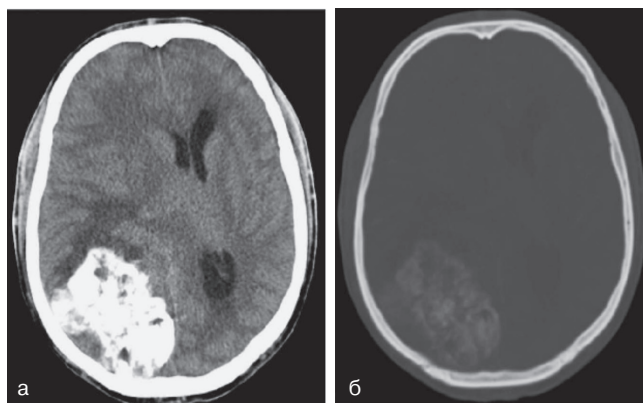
КТ головного мозга в аксиальной проекции: а) до введения контрастного препарата; б) в режиме «костного» окна, демонстрируют глубоко кальцинированные массы в зоне метастаза
